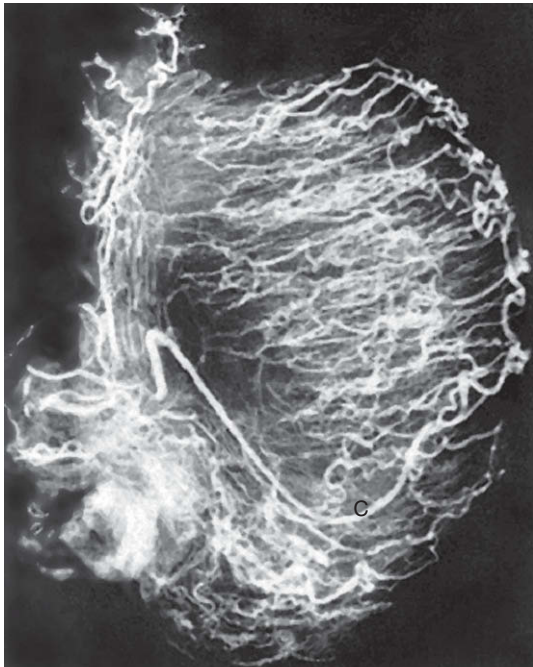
Microangiografía del testículo. Una rama capsular destacada (C) transcurre desde la arteria testicular bajo la superficie capsular. De ella surgen las ramas arteriales centripetas y se dirigen al interior de los lóbulos testiculares. Con sistemas muy sensibles de Doppler, se puede observar una serie de arterias centripetas a través de este testículo normal. Imagen por cortesía del Dr. Thomas Winter.
